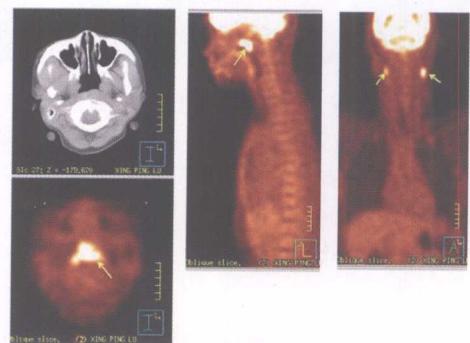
女性, 31岁, 鼻咽左后壁、左侧壁明显增厚, 并FDG 异常高代谢, SUV5.4, 左侧咽隐窝和咽鼓管咽口变窄; 双侧颈淋巴结转移
